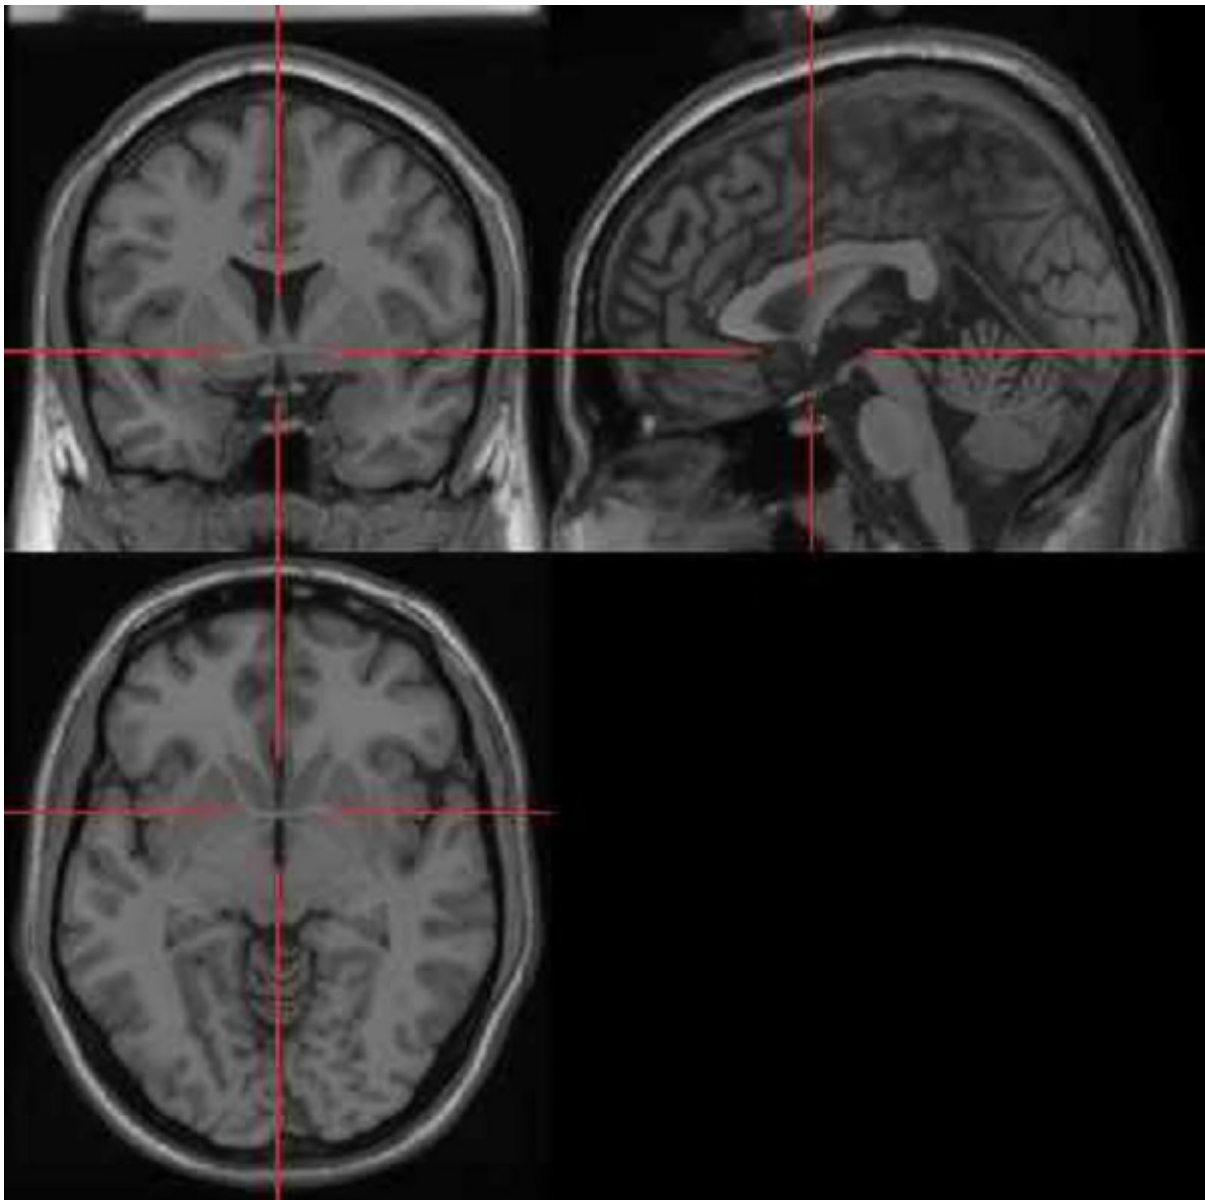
Ausrichtung der MRI-Aufnahmen in der AC-PC-Linie. Dargestellt sind die transversale, die sagittale und die coronare Ansicht des Gehirns. Anhand des Fadenkreuzes wird das Gehirn manuell ausgerichtet, im Fadenkreuz erkennt man die vordere Kommissur (modifiziert nach Brett und Rorden, 1999)
